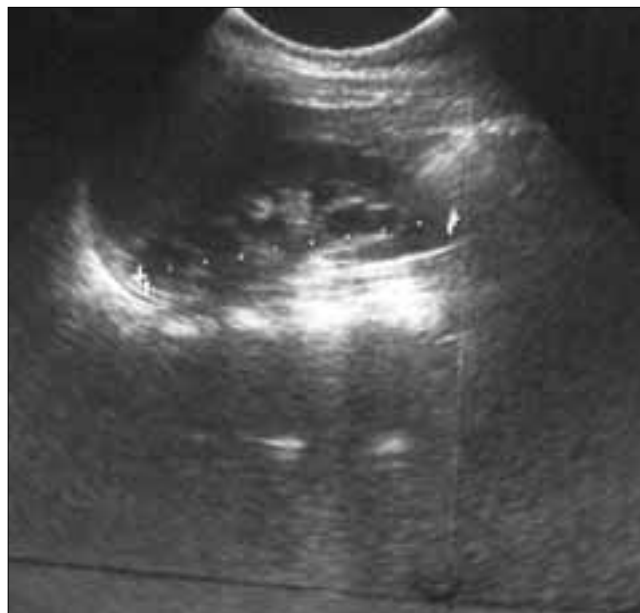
Ecografía renal (caso 2): dilatación grado II/IV del sistema excretor derecho.
